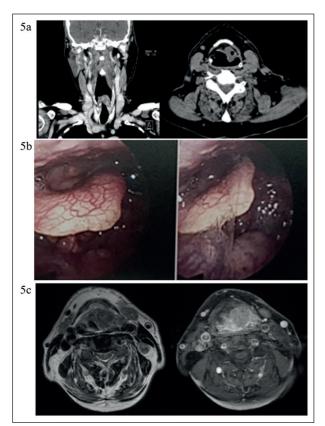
Caso Clínico 4. 5a TC de cuello. 5b NFC con paciente traqueostomizado, se visualiza ocupación supraglótica por tumor rojo violáceo, que obstruye vía área. 5c RM de cuello corte axial T1 con gadolineo y corte axial T2: Lesión laríngea con significativa compresión de la vía aérea, con infiltración extralaríngea transcartilaginosa a izquierda, de contornos más irregulares. Adenopatía en el compartimento II izquierdo.
